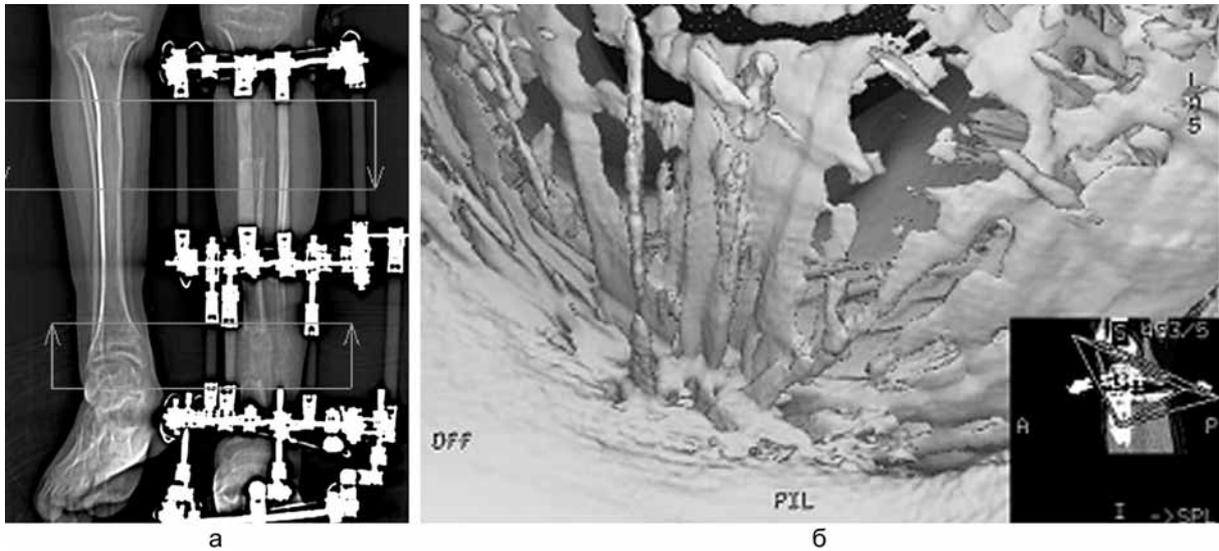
КТ голени больного (а) в периоде фиксации, топограмма; МСКТ голени больного ахондроплазией, программа «Навигация» (б)
